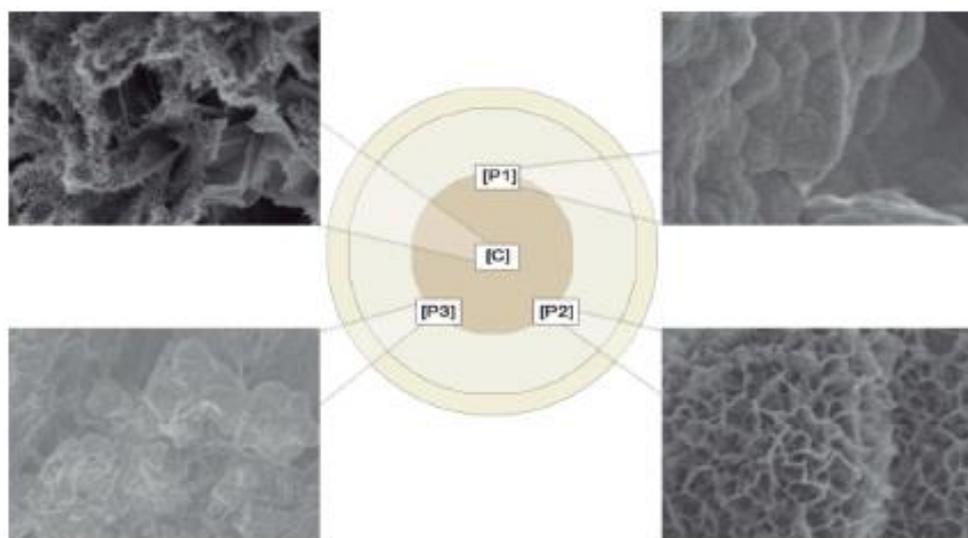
Representação de um disco de dentina e os quatro pontos de medição, aumentado 500x, visualiza-se a bioatividade de diferentes biocerâmicos [C] zona central (Biodentine™), [P1] zona periférica 1 [P1] (MTA Angelus®), zona periférica 2 [P2] (MTA Repair HP®) e zona periférica 3 [P3] (IRM®).
